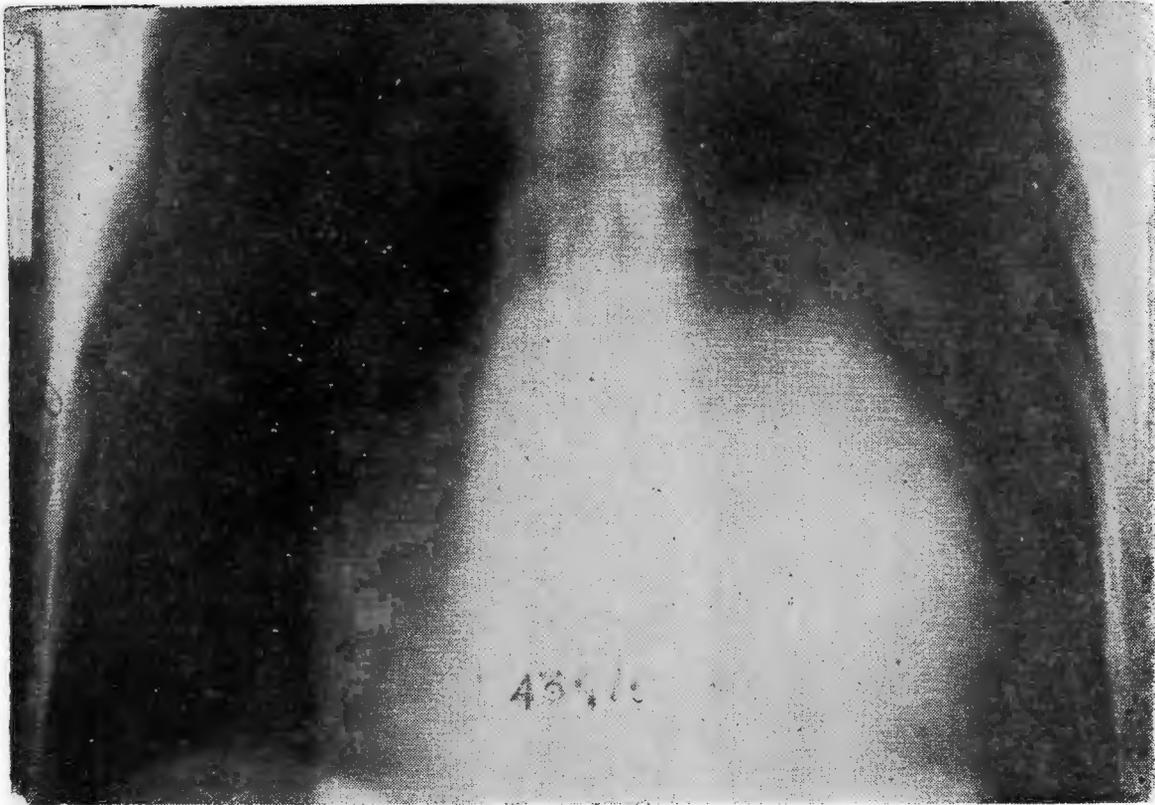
Tomografía en posteroanterior. Se nota el bronquio principal izquierdo elevado a 90° y comprimido.
